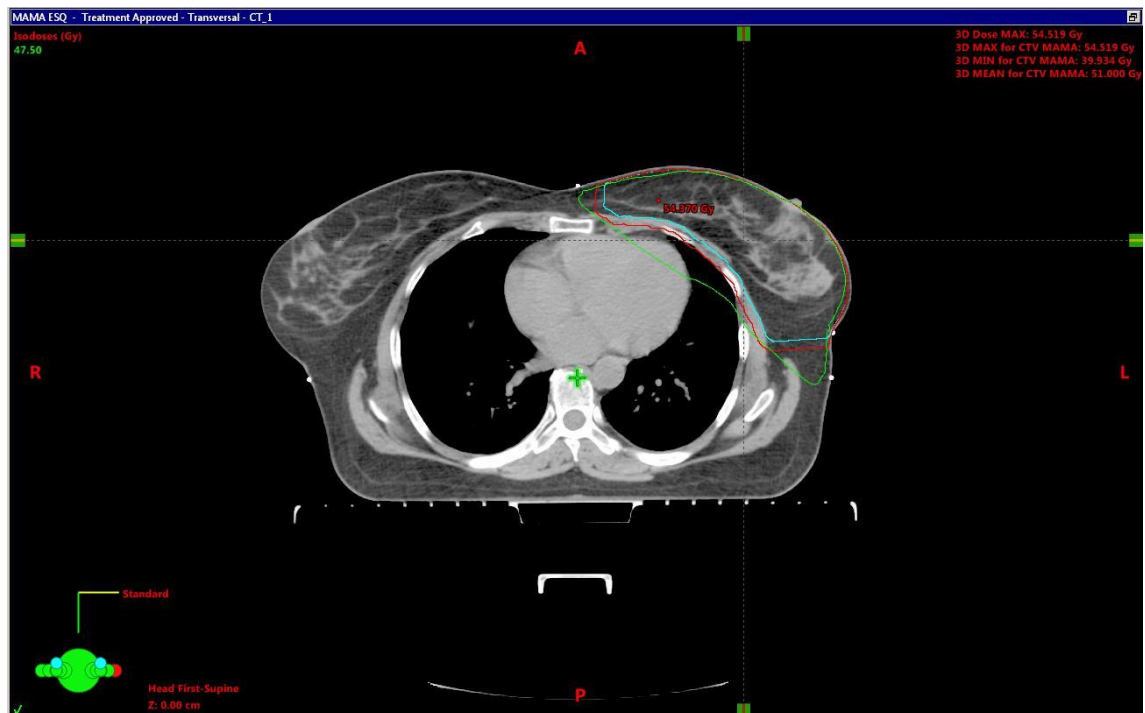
Imagem axial de um corte de TC de uma doente de mama esquerda com fracionamento convencional. A linha azul, a linha vermelha correspondem ao CTV e PTV respetivamente, e a linha verde correspondem à isodoses de referência.
